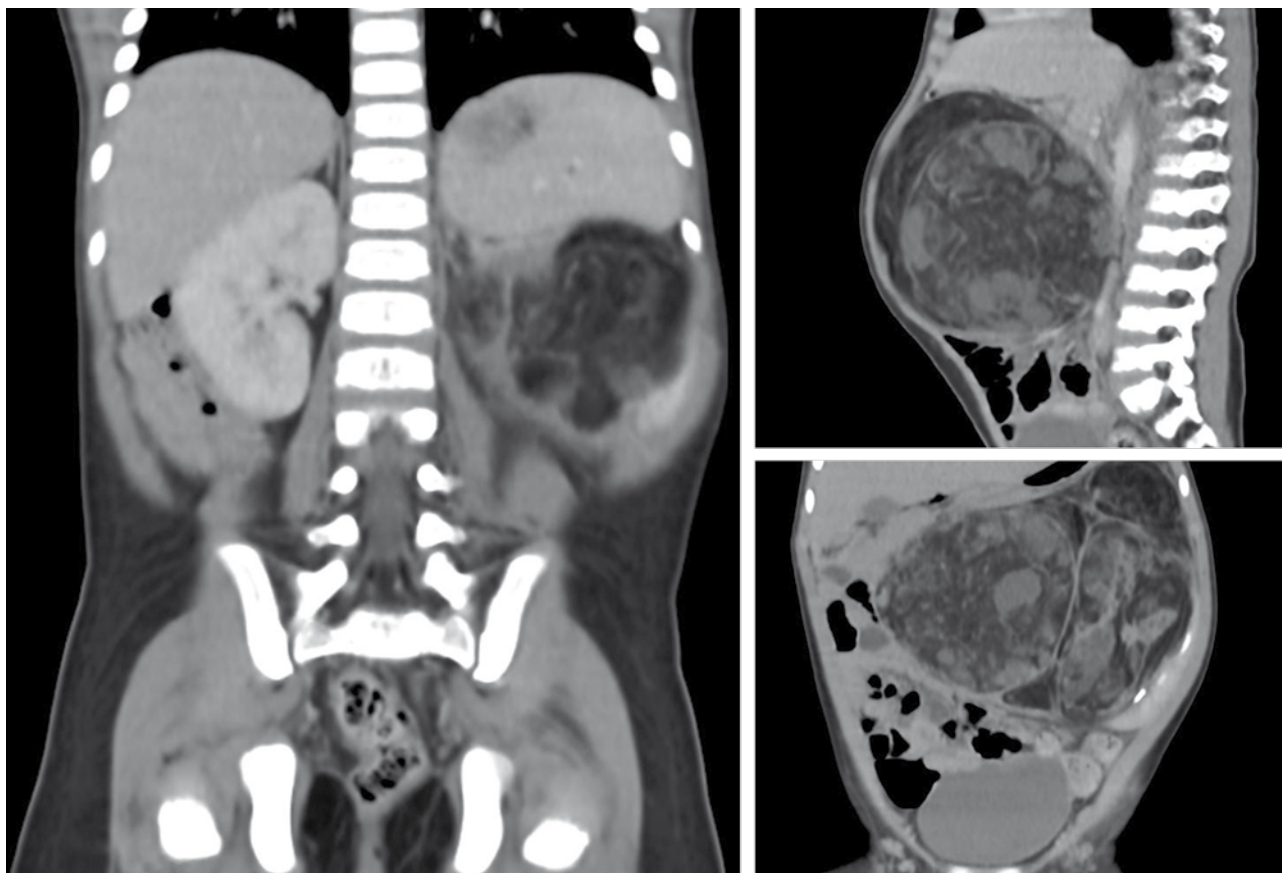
Tomografía computada no contrastada que muestra tumor de 15.5 cm en su diámetro mayor, dependiente de riñón izquierdo, heterogéneo, con predominio de densidad grasa que desplaza y comprime grandes vasos y vísceras abdominales.
